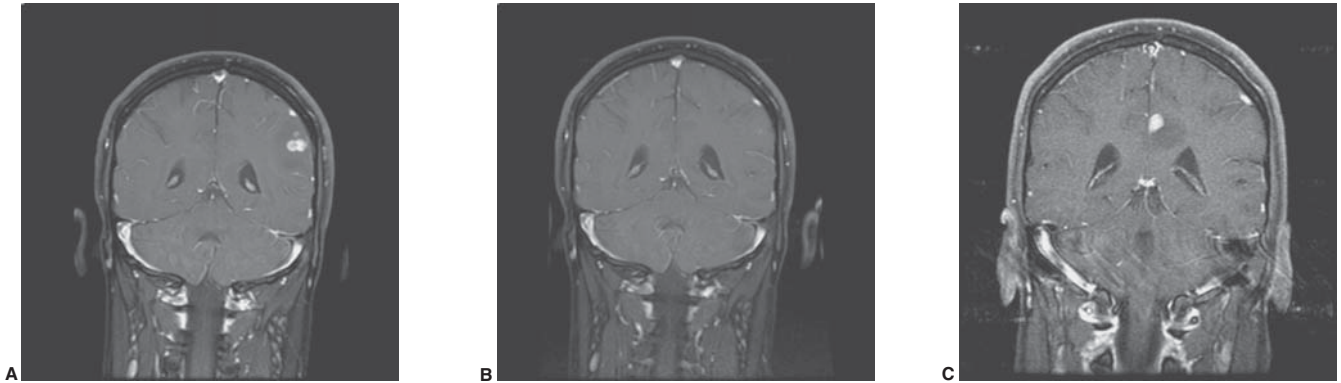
Linfoma primario del sistema nervioso. A) Imágenes por resonancia magnética (IRM) con técnica de T1 y gadolinio en el plano coronal en un paciente que se presentó con una convulsión. B) El paciente recibió corticosteroides y dos semanas más tarde la lesión había desaparecido (C). El paciente permaneció asintomático pero las IRM mostraron una nueva lesión paramediana en la región parietal izquierda.
